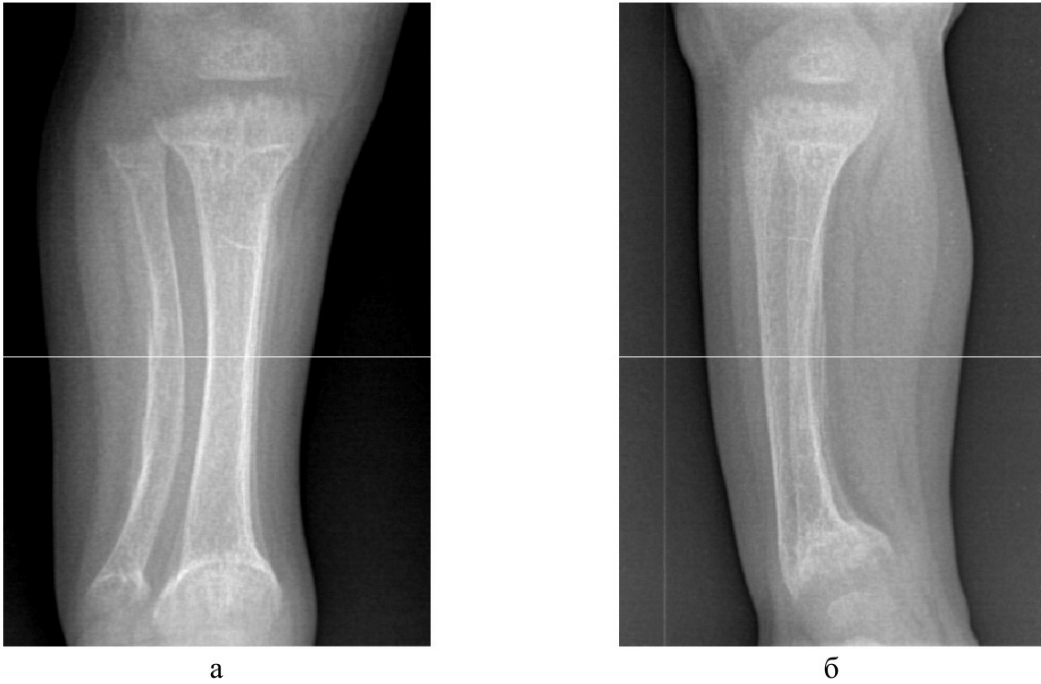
Рентгенограммы костей голени в прямой (а) и боковой (б) проекциях пациента А. 2 года, диагноз «фосфат-диабет, дебют»: расширение расстояния между эпифизом и метафизом, зазубренность контура метафиза, отсутствие визуализации фибрарной пластины, вальгусная деформация костей
